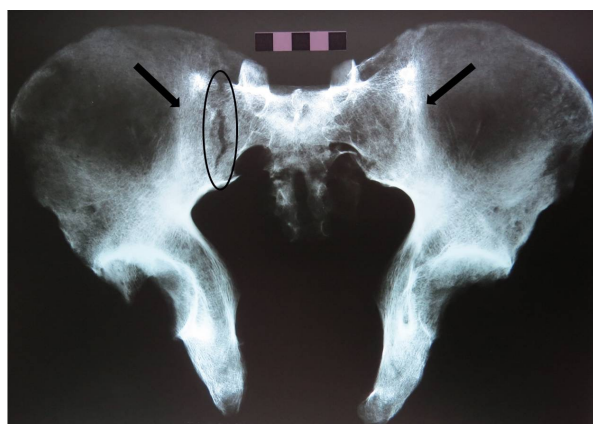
Radiografía mostrando fusión completa de las carillas auriculares del sacro con los coxales (señaladas con flechas). Se encuentra demarcada la fractura postmortem. (Caso 3)
